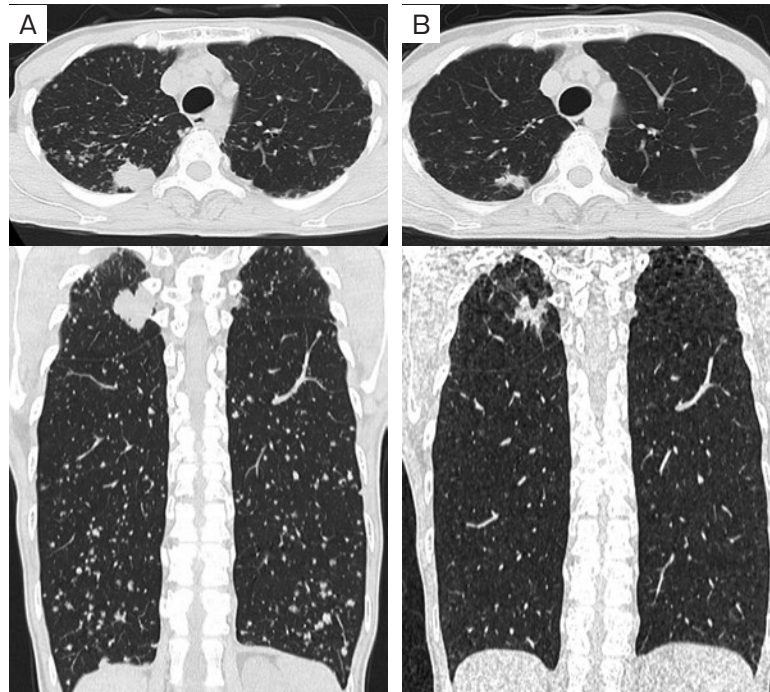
入院後の胸部CTの経過。(A) 入院時、(B) アレクチニブ投与開始48日目。右肺上葉の結節の縮小、両肺野の多発粒状影の消退を認めた。
